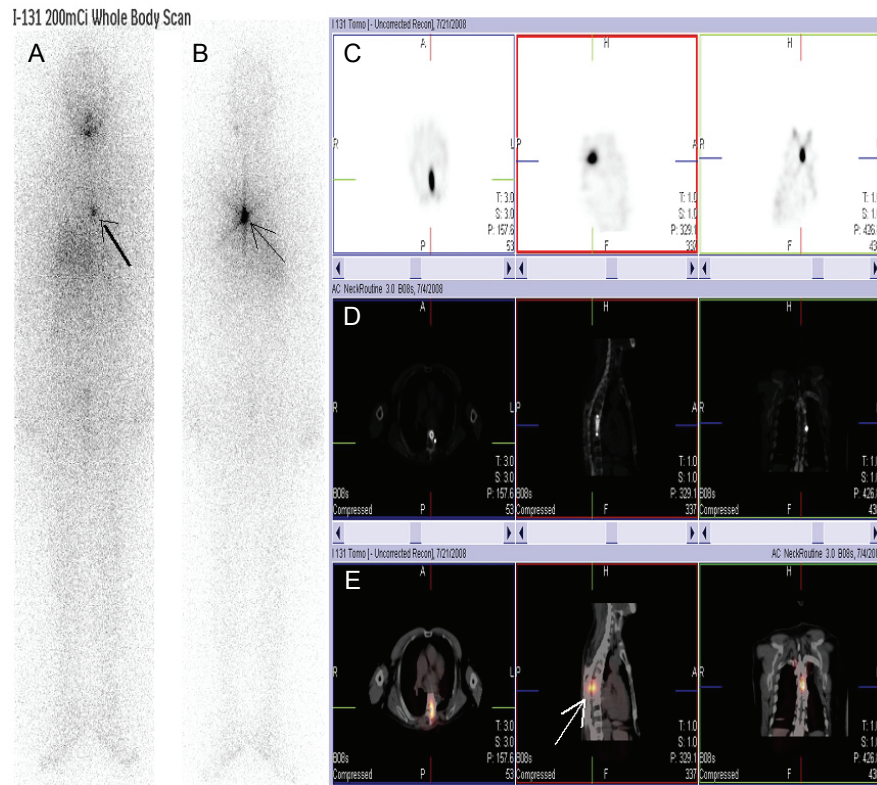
Exact delineation of focal chest ^{131}I uptake in patient with differentiated thyroid cancer. (A and B) Planar ^{131}I scintigrams (anterior view [A] and posterior view [B]) showing focal tracer uptake in chest region (arrow). Lesion cannot be definitely assigned as benign or solitary bone metastasis. (C and D) Corresponding CT section (D) and fused SPECT/CT image (E) demonstrating nonspecific tracer uptake in T7 (arrow).
